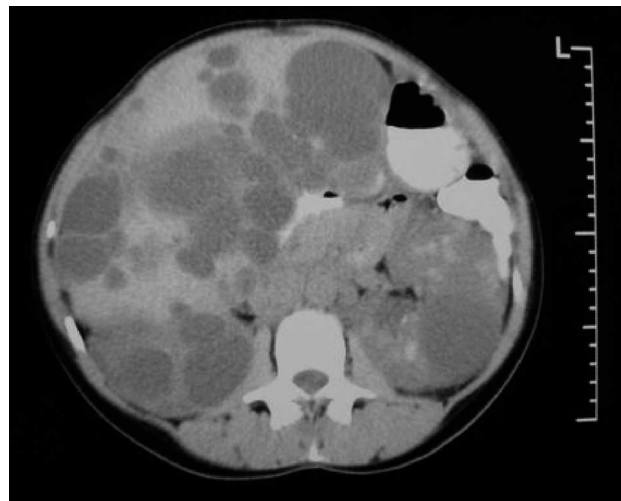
Tomografía computarizada abdominal en un paciente con enfermedad poliquística del hígado, que demuestra la existencia de grandes quistes hepáticos y renales.
